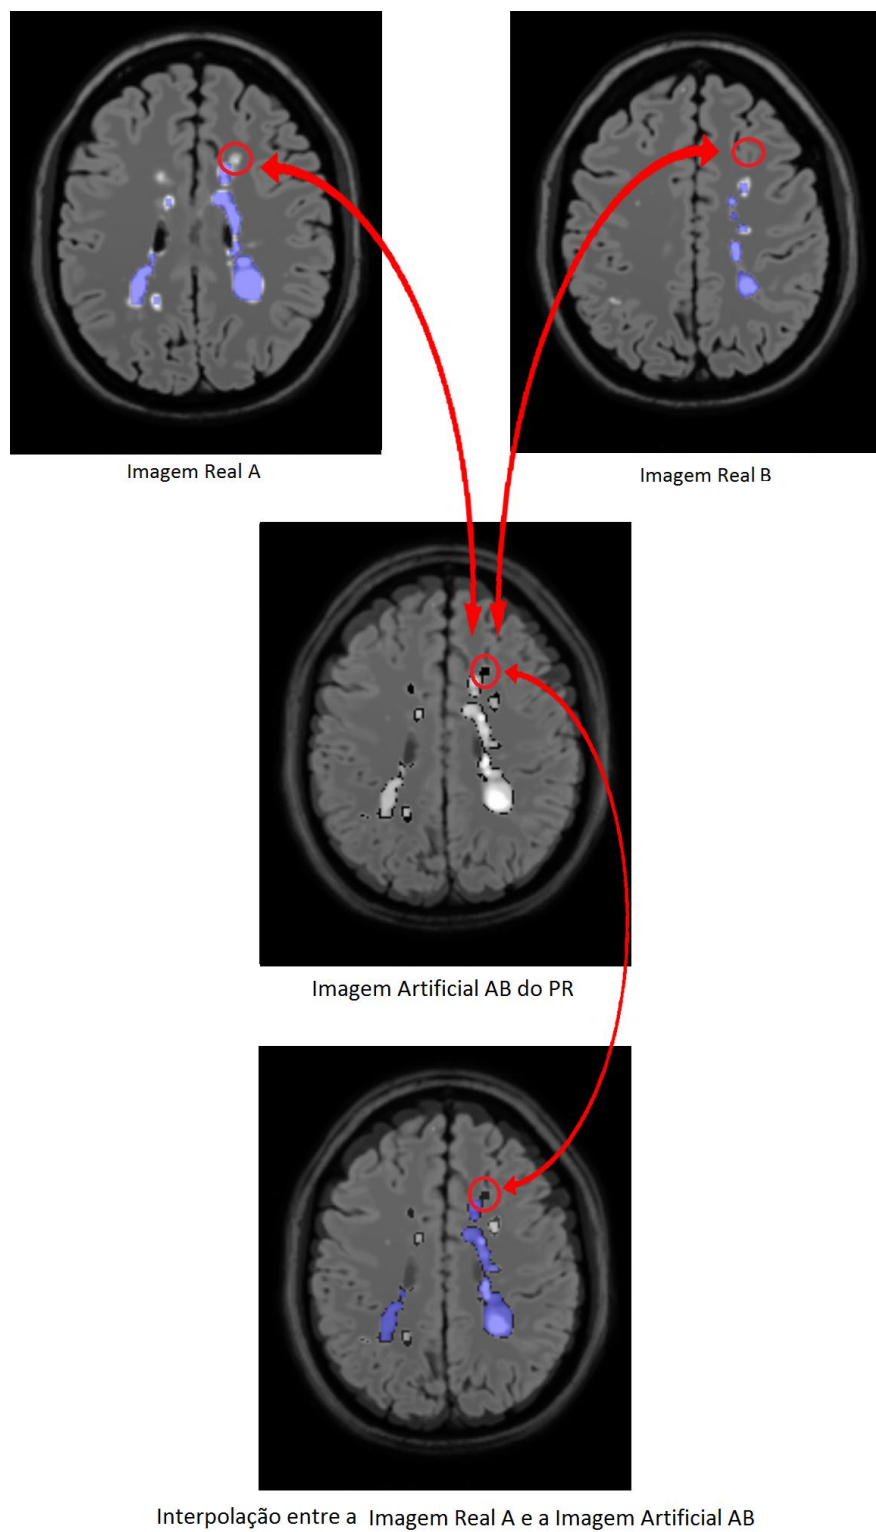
Resultado da Interpolação do PR com os Cortes Artificiais Inseridos no Exame FLAIR
